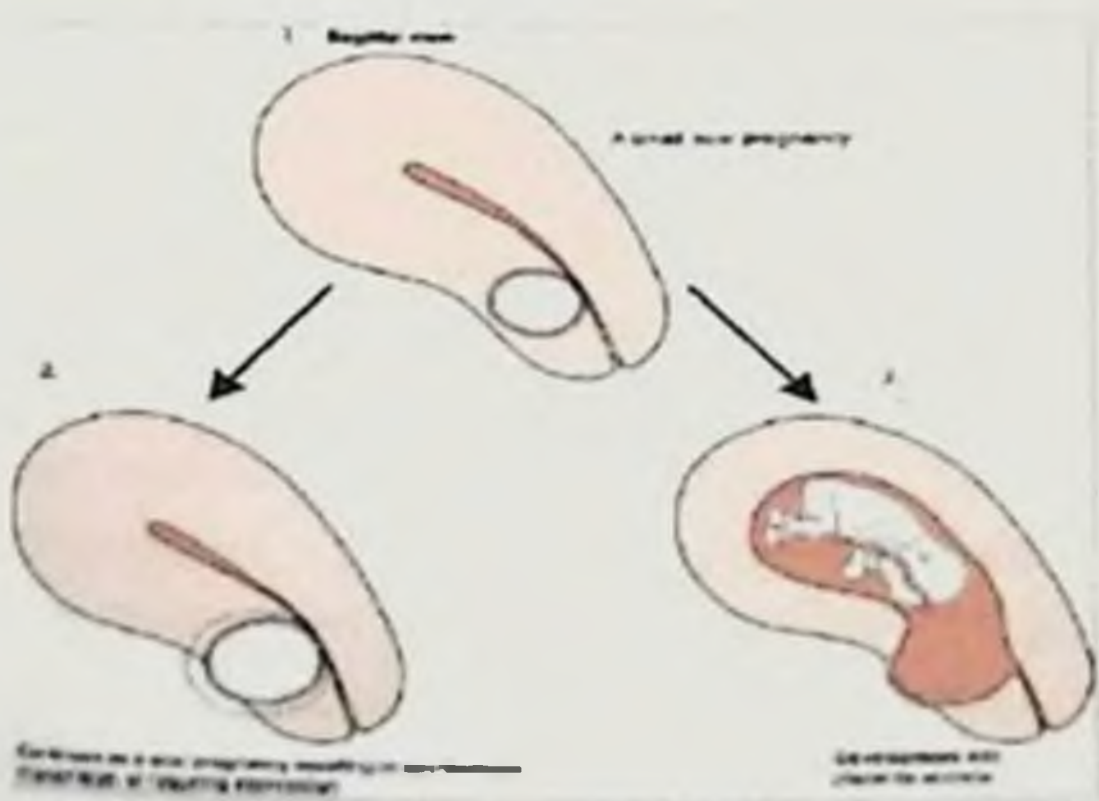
УЗИ скрининг в сроке 6-8 нед. гестации
